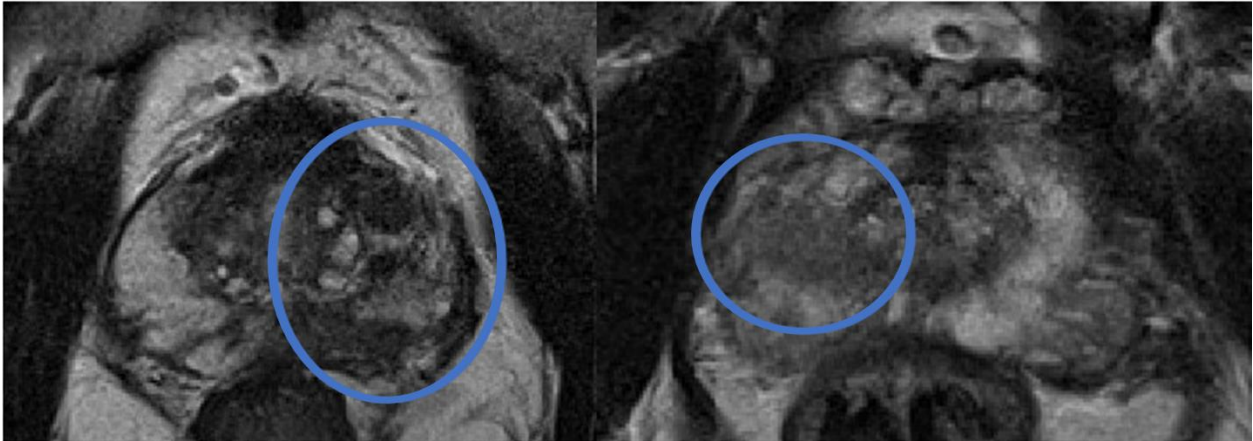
Suspekte Läsionen in der Prostata-MRT (T2-Gewichtung): Dargestellt sind zwei Beispiele mit karzinomsuspekten Läsionen, jeweils in der peripheren Zone lokalisiert, in der T2-gewichteten Sequenz der Prostata-MRT (blaue Markierung). Links erscheint der linke Anteil der peripheren Zone inhomogener, teils zystisch im Vergleich zur rechten Seite. In der rechten Abbildung ist eine im Vergleich zum umliegenden Gewebe hypointense, rundliche Struktur innerhalb der rechtsseitigen peripheren Zone erkennbar. Quelle: eigene Abbildung
